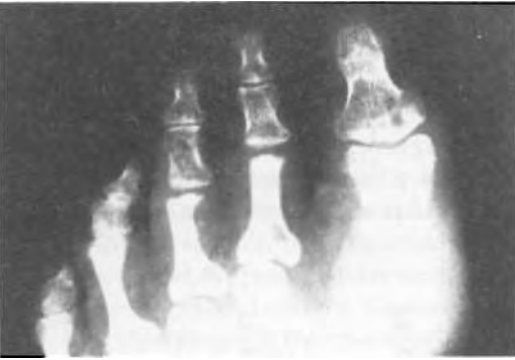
Radiografía normal.
